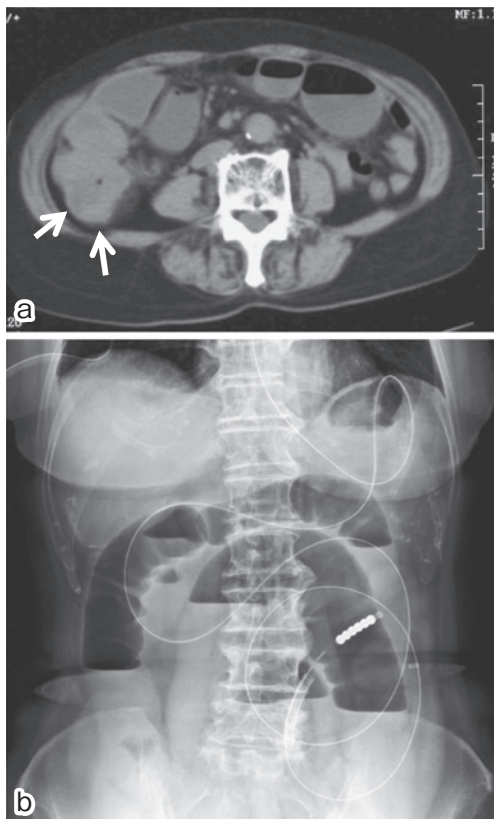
入院時腹部CT検査所見。盲腸から上行結腸の壁肥厚(矢印)を認める(a)。入院時腹部単純X線検査所見。イレウスと診断しイレウス管を挿入した(b)。
